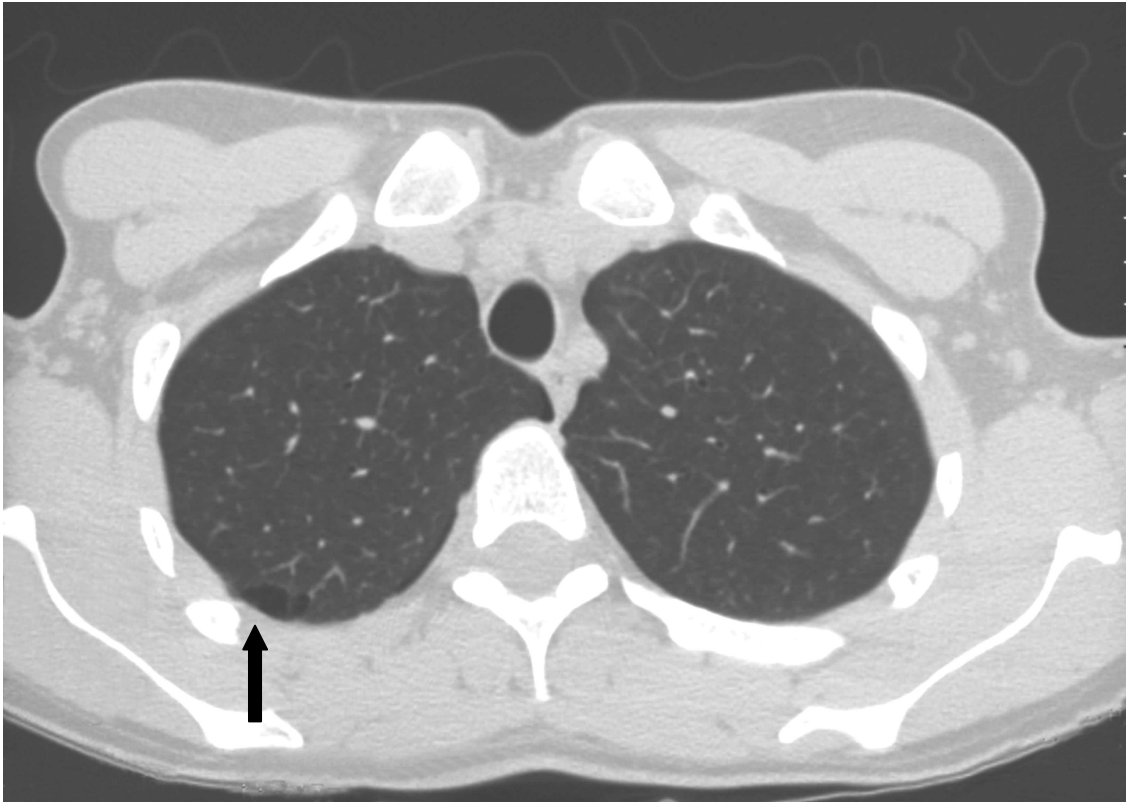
28jährige Patientin, HRCT 2/10 mm. Spontanpneumothorax rechts. Im rechten Oberlappen dorsal subpleural eine ca. 1,5 x 1,0 cm große Bulla ( Pfeil )
